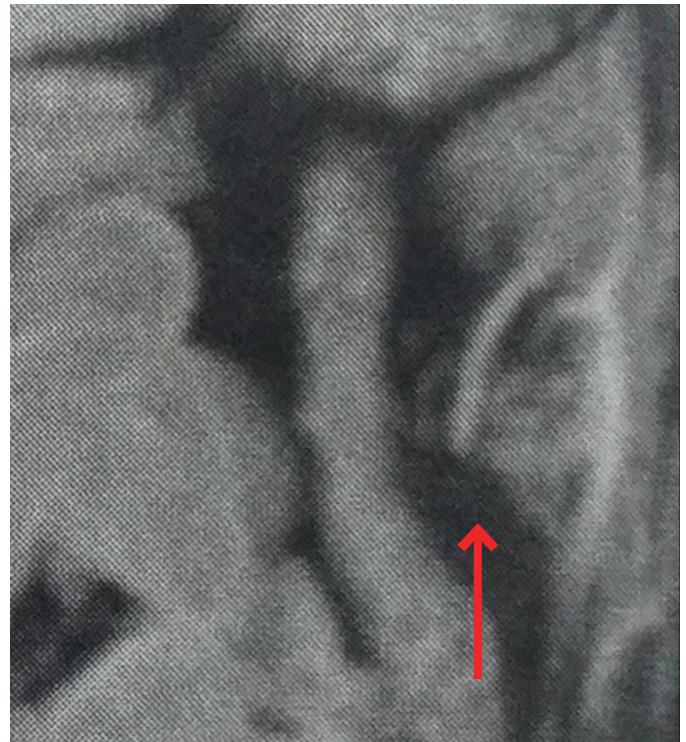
Tomografia computadorizada do abdome em corte coronal evidenciando apendagite epiplóica.
